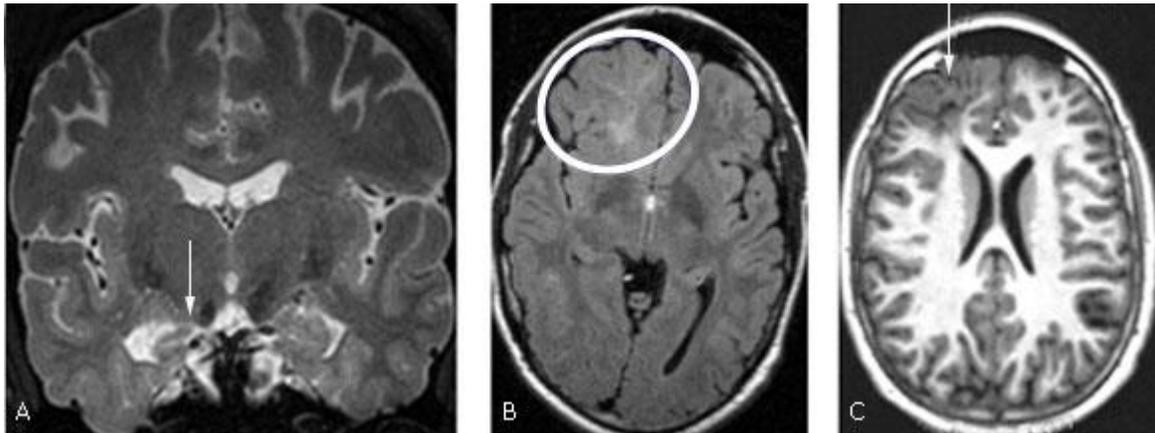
Displasias corticales focales. A) DCF tipo IIIa: DCF y esclerosis hipocampal. B y C) DCF Iib, a la izquierda secuencia FLAIR, a la derecha T1, véase el engrosamiento cortical frontal derecho y la señal cortical transmanto hacia la superficie ventricular.
